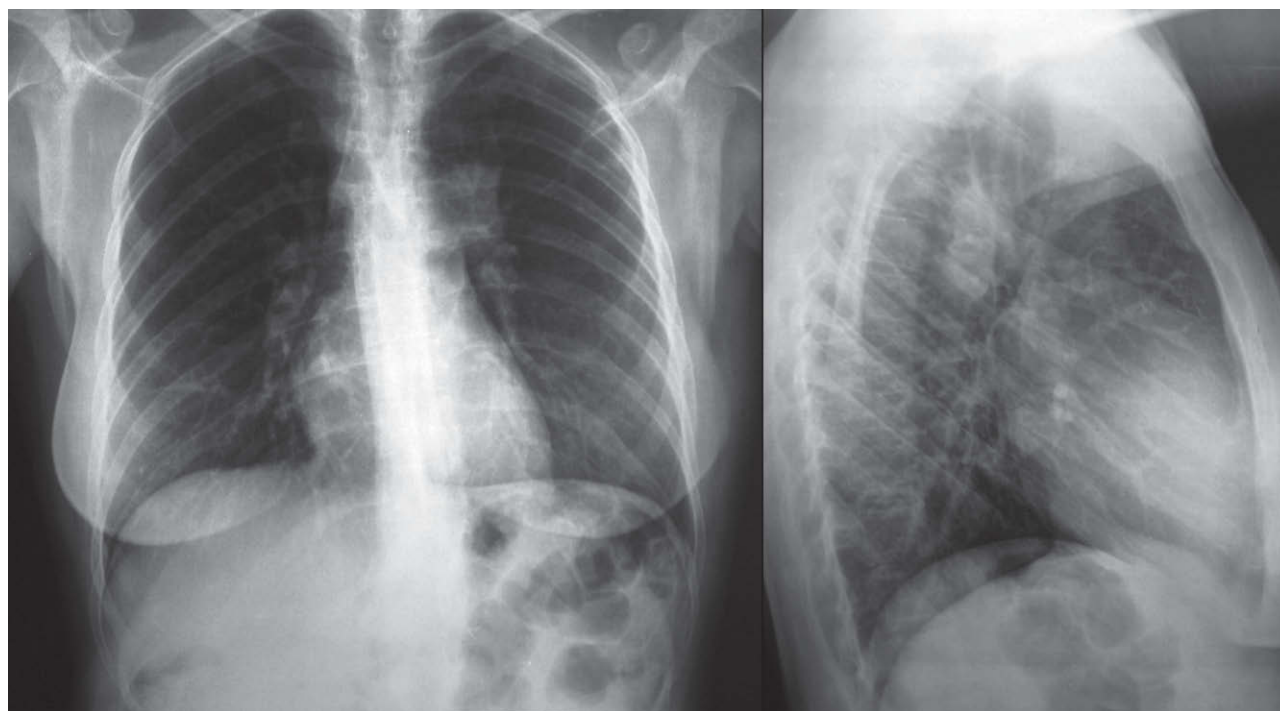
Radiografía de tórax anteroposterior y lateral. Aumento de tamaño del bilio izquierdo, de aspecto nodular y contornos lobulados, compatible con neoplasia broncopulmonar.
